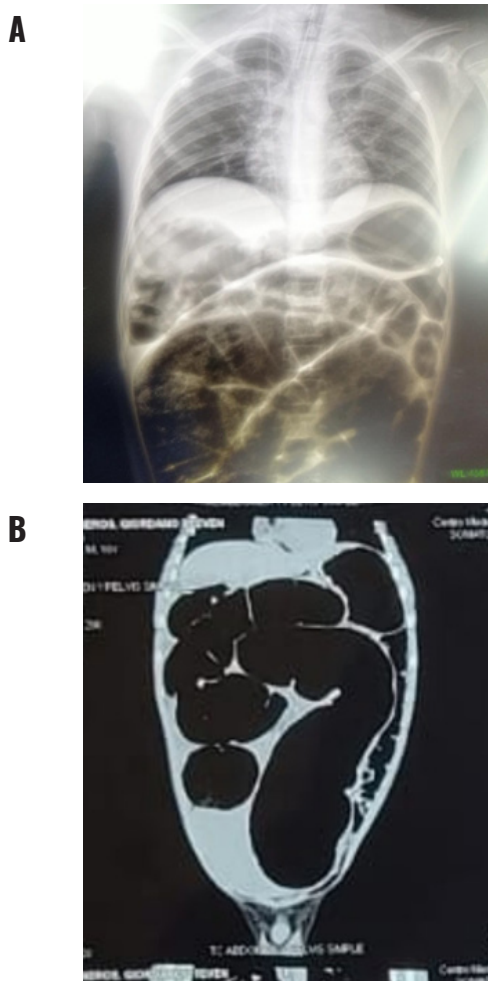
Radiografía (A) Tomografía simple de abdomen (B) con asas de colon dilatadas, y zona de transición.
